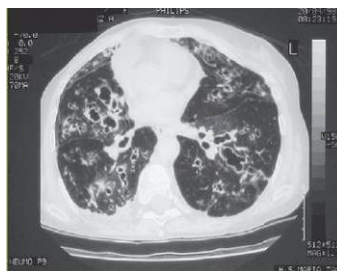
TC torácica mostrando bronquiectasias bilaterais (retirado de (Raymundo, 2003)).
